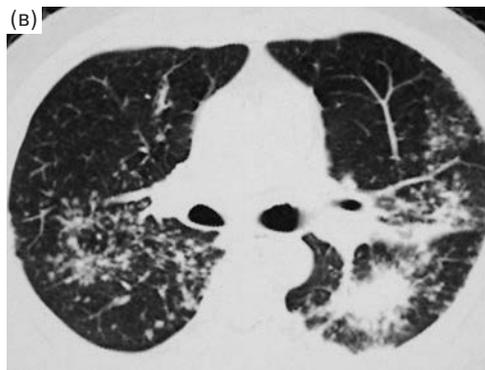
Изменения кожи (а, б) и КТ (в) у мужчины с саркоидозом легких II стадии и саркоидозом кожи в области татуировок.
